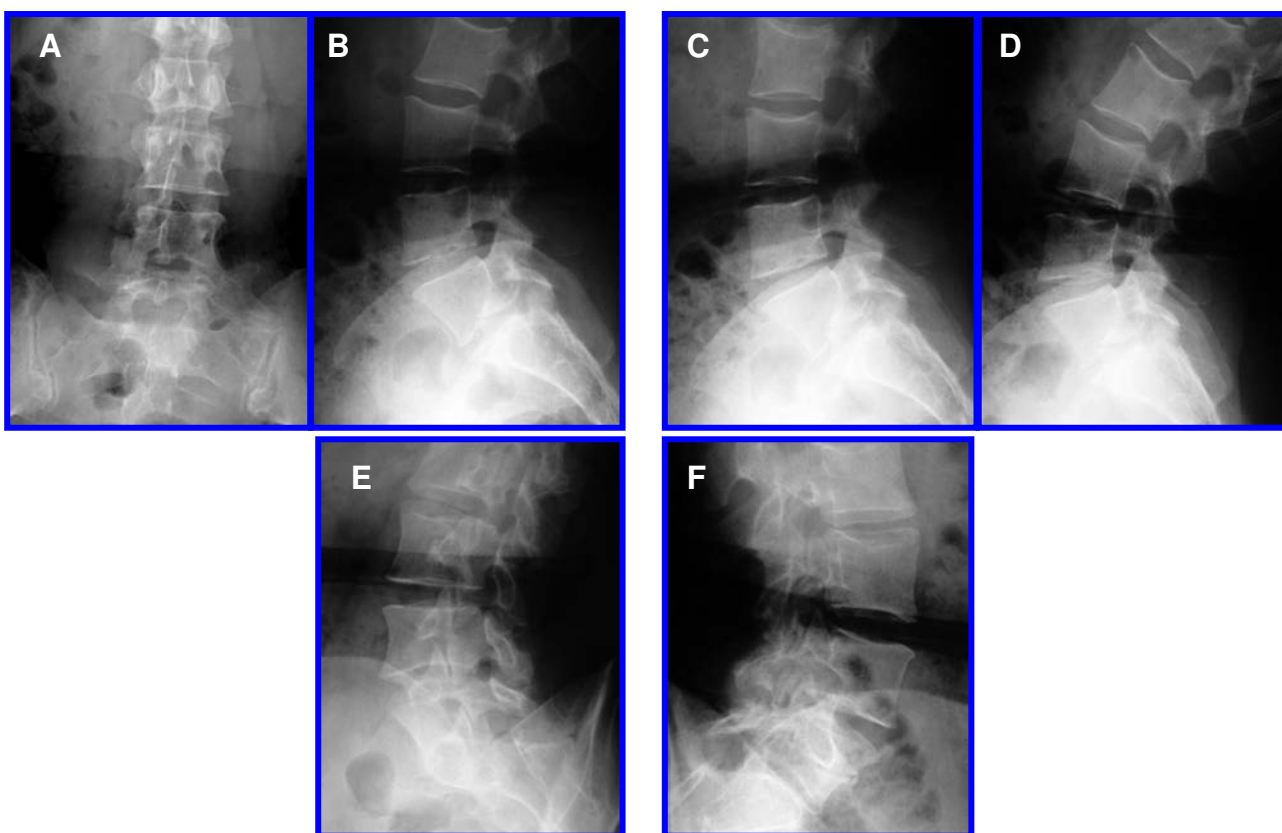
(A, B, C, D, E, F) Radiografías simples, dinámicas y oblicuas, donde se observa discreta disminución foraminal L4-L5, así como del espacio intervertebral, sin datos de inestabilidad.
